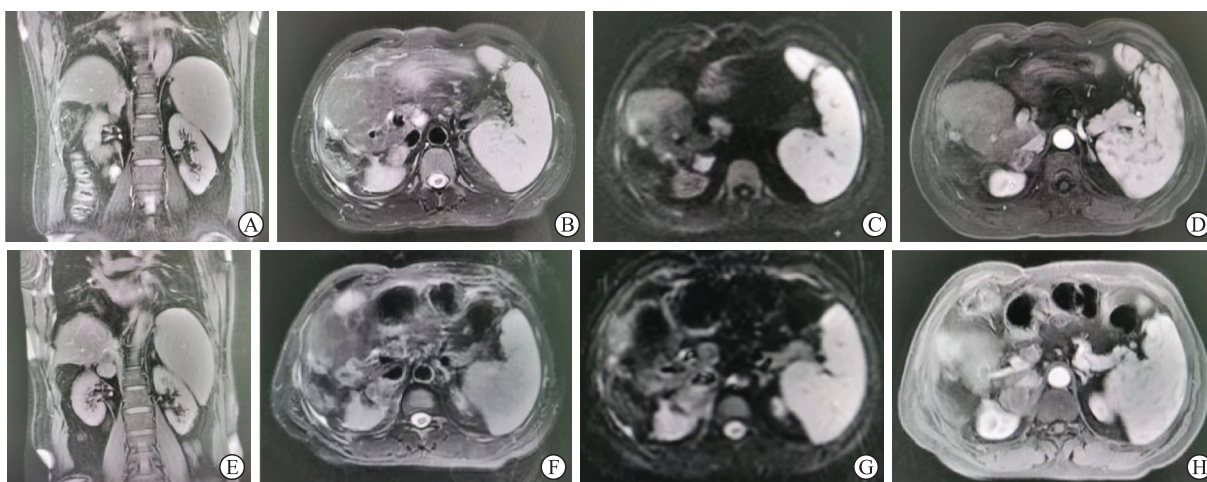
1例49岁男性右肾上腺转移瘤患者微波消融术前与术后40d的MRI图像
